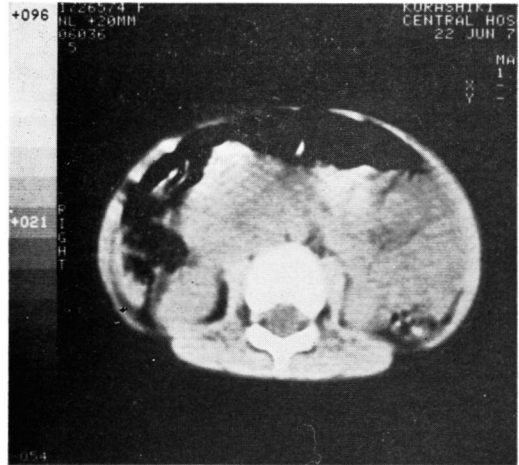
CT : after chemotherapy. Tumor mass decreased remarkably.
